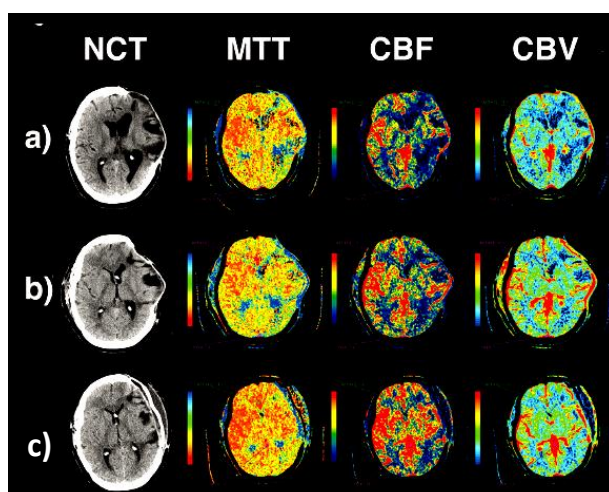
El estudio con TC perfusión muestra una mejora significativa en el MMT, CBF Y CBV en el hemisferio ipsilateral tras la cranioplastia. a) TC con dilatación ventricular; b) 1 mes antes de la cranioplastia tras colocar una DVP; c) 24hs tras la cranioplastia¹³⁶.
